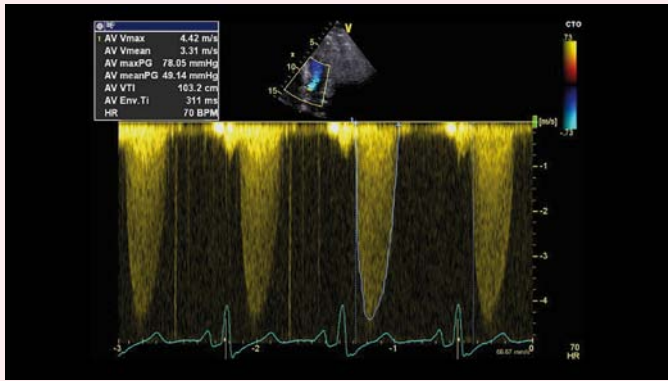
CW Doppler-Signal des Blutflusses durch die aortale Bioprothese. Die stark erhöhten Druckgradienten (maximaler/mittlerer Gradient 78/49mmHg) sprechen für eine schwere Stenosierung.
